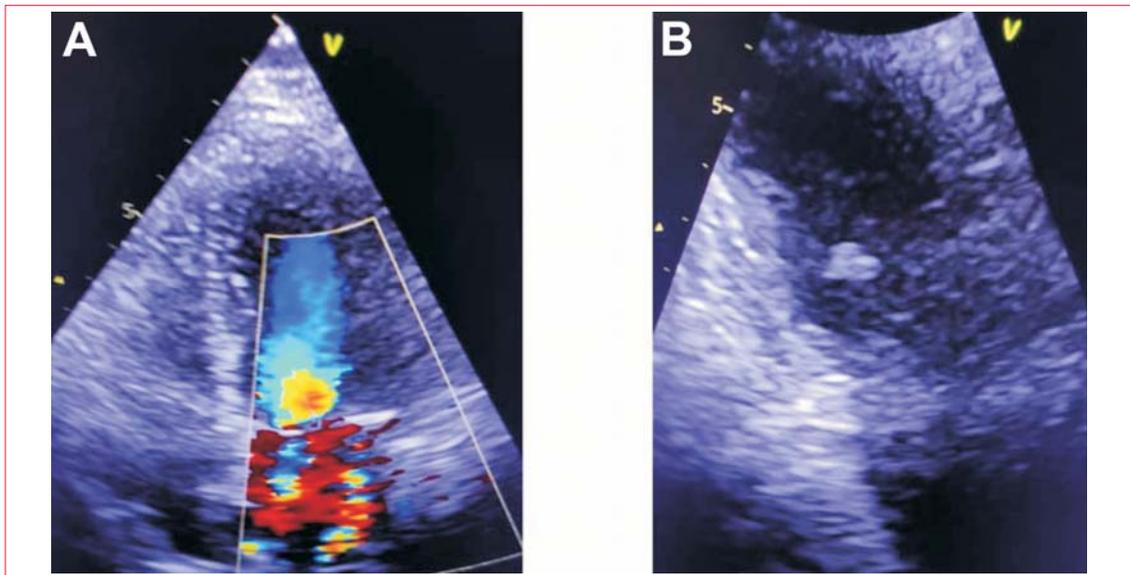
A) Ecocardiograma transtorácico: enfoque apical de cuatro cámaras. Se observa con Doppler color insuficiencia mitral severa. B) Enfoque apical dos cámaras con zoom, donde se observa imagen en cavidad ventricular que corresponde a rotura de músculo papilar posteromedial.
